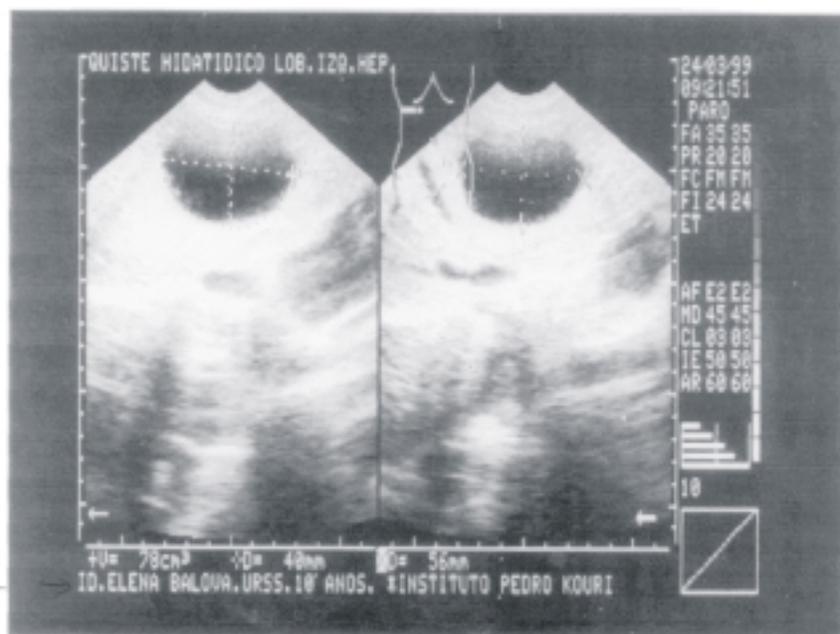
Imagen ultrasonográfica del quiste hidatídico en el lóbulo izquierdo del hígado de la paciente.
